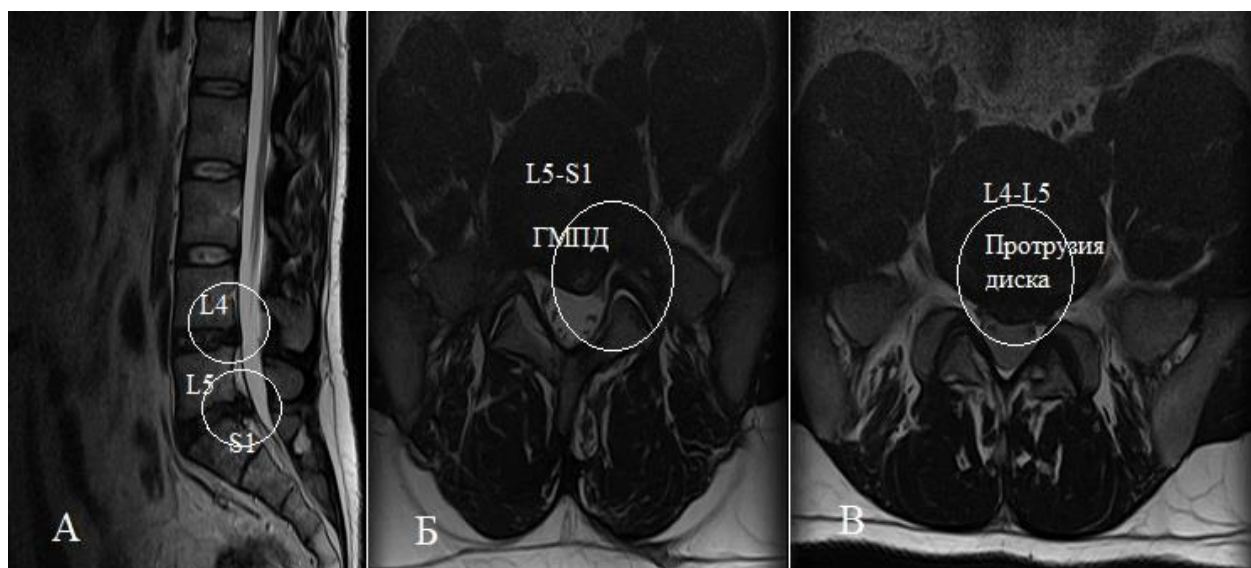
МРТ до операции пациента К. 38 лет № 1444;
